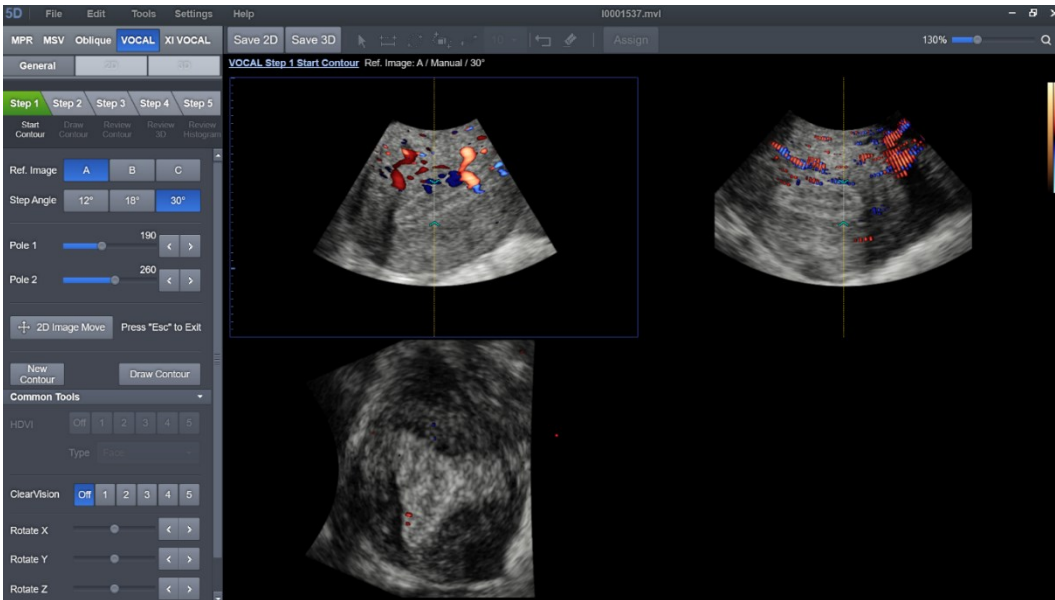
visualizzazione delle immagini ecografiche tramite il software VOCAL
